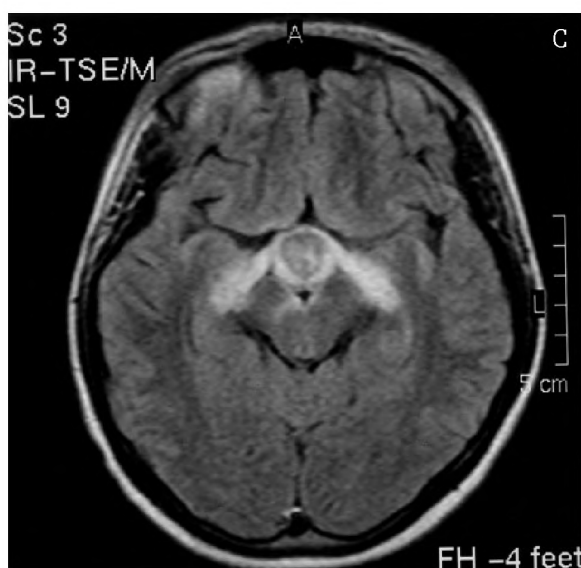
MRI performed on July 5, 2003: a), b) pathological post-contrast enhancement areas include hypothalamus and dorsal part of the medulla oblongata. Pre- and post-contrast SE/T1 sequences, sagittal cross-section, c) edema of optic tracts. FLAIR/T2 sequence, axial cross-section.
